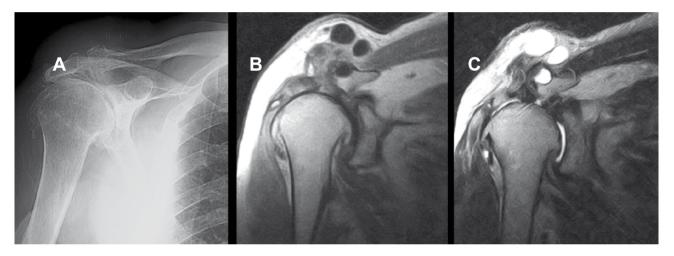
A) Rx pré operatório. B) RMN ombro direito em T1. C) RMN ombro direito em T2.
